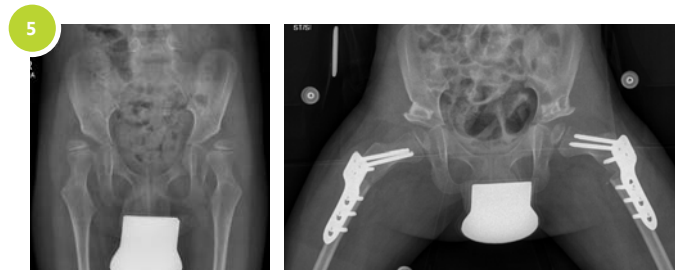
Patient mit spastischer bilateraler Zerebralparese und neurogener Luxation der beiden Hüften (Beckenröntgen vor- und nach einer Hüftrekonstruktion mit Pfannendachplastik bds.)
